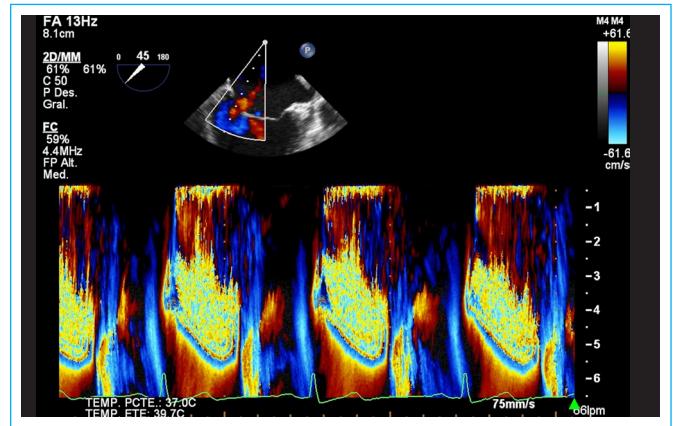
Ecocardiograma Transesofágico (ETE): se observa con Modo M color insuficiencia mitral holosistólica.
